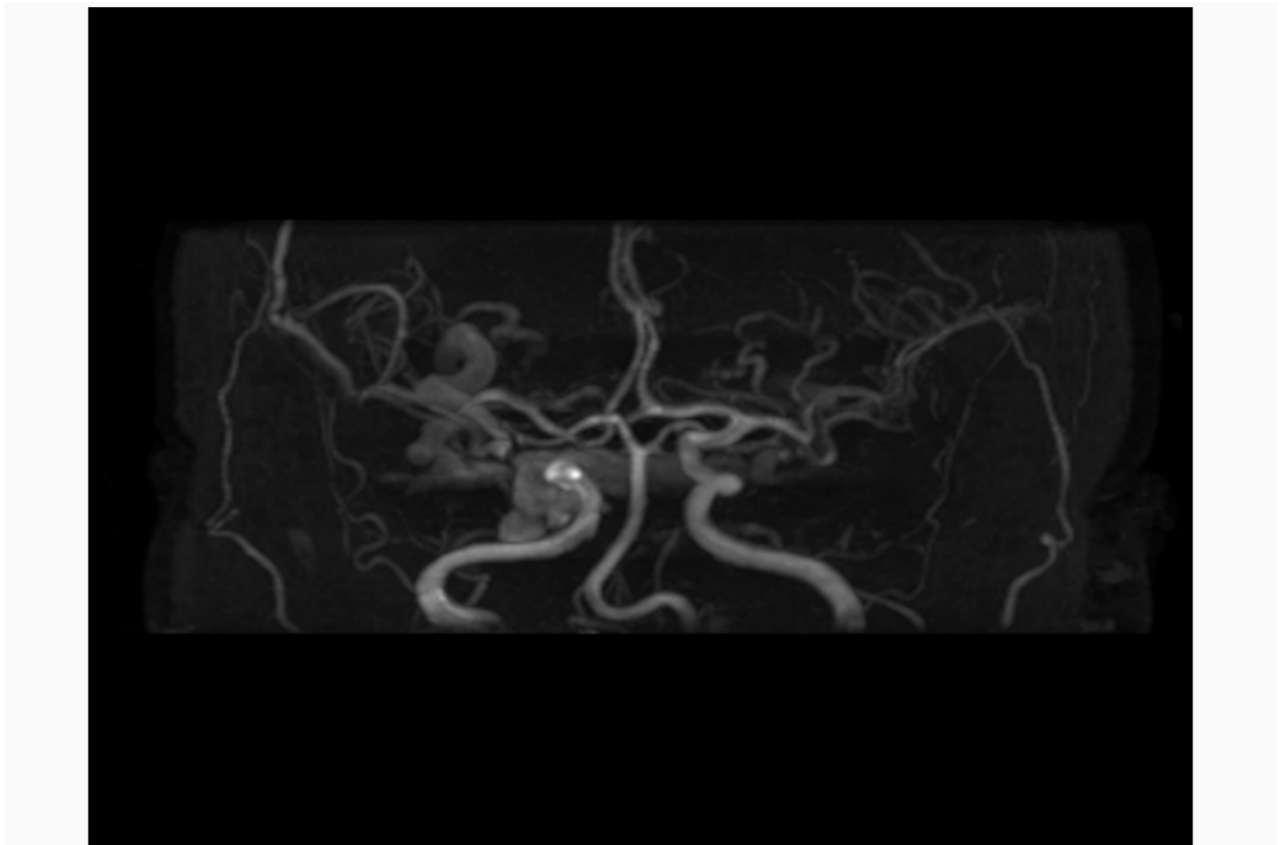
Angio-IRM artérielle cérébrale: mauvaise individualisation du segment supraclinoidien de la carotide interne droite, avec élargissement de la loge caverneuse et dilatation de la VOS droite moins importante à gauche, apparition d'un drainage veineux cortical
